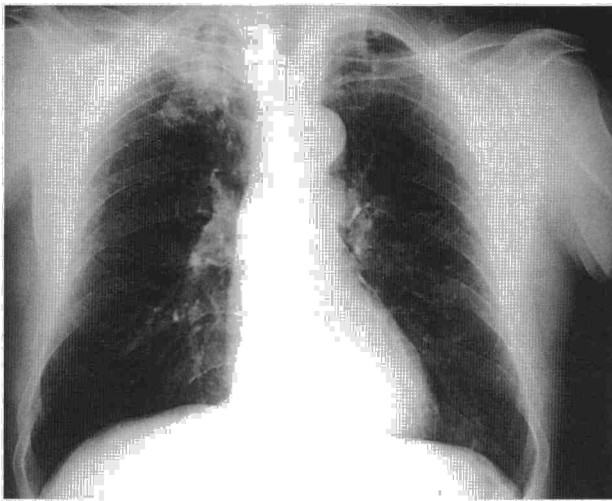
Radiografía posteroanterior de tórax, en la que se observa un infiltrado en el vértice pulmonar derecho, de bordes mal definidos y con una zona central más densa, con aspecto de masa.
